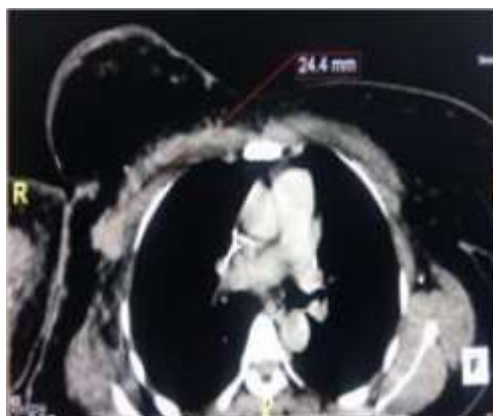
TDM thoracique en coupe axiale injectée en fenêtre médiastinale, mettant en évidence un épaissement cutané et une adénopathie axillaire droite
